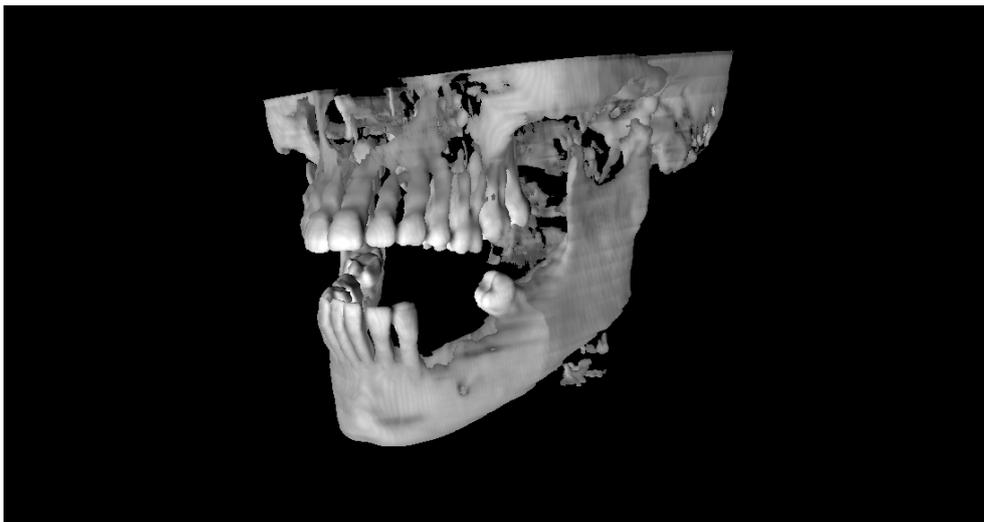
paciente 1 - reconstrução 3D das imagens TC obtidas no sistema TC Somaton Esprit da Siemens.
